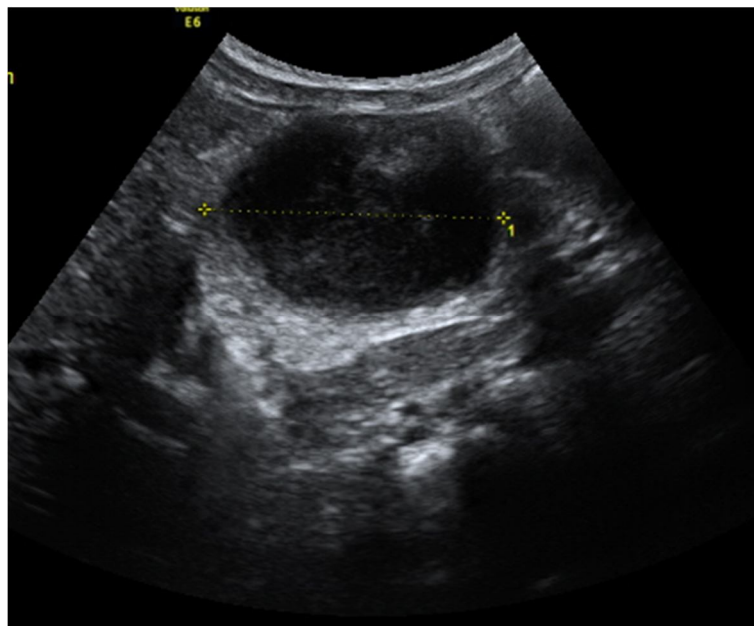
Invagination iléo-colique sur duplication digestive vue à l'échographie.
